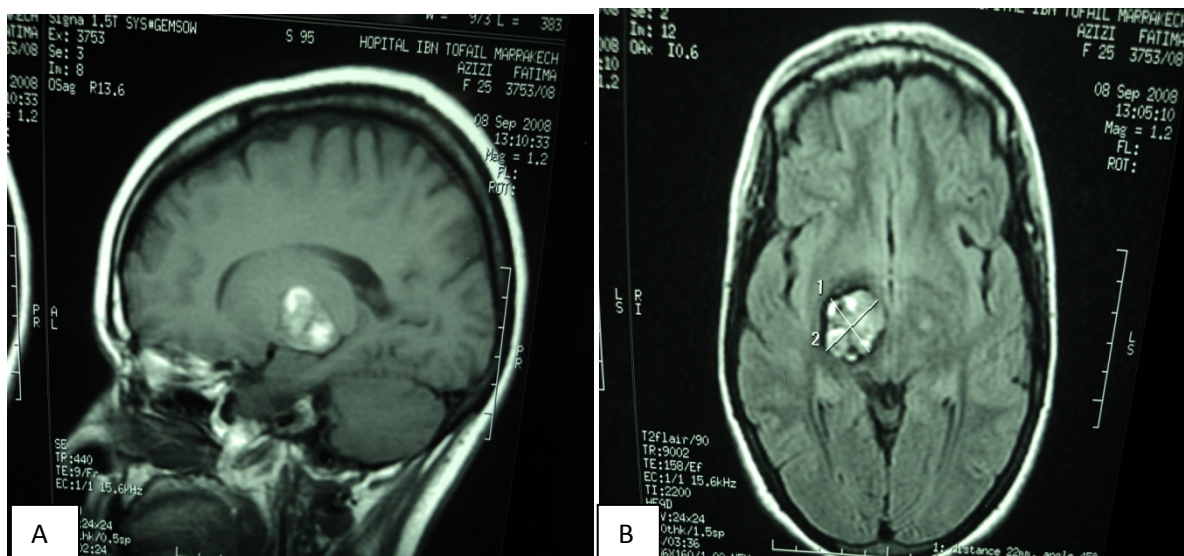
IRM en coupe sagittale en séquence pondérée T1 (A) et en coupe axiale en séquence pondérée T2 Flair (B) sans injection du gadolinium montrant une lésion capsulo-thalamique et pédonculaire droite mesurant 25/21 mm, en hypersignal hétérogène en T1 et T2 avec une couronne périphérique en hyposignal en rapport avec un cavernome (service de Radiologie du CHU MED VI).
